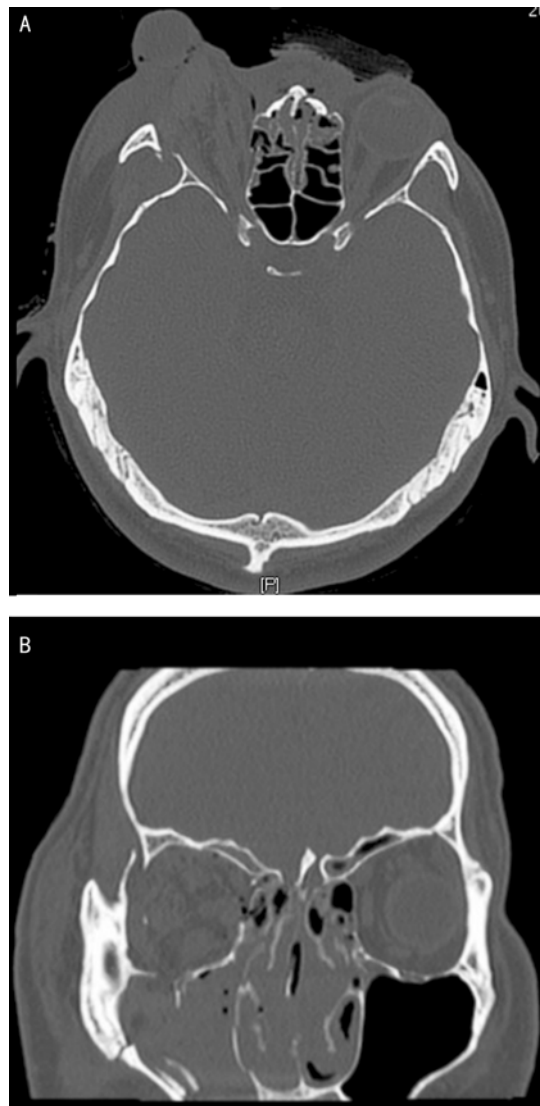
双眶三维CT A:右眼球外突,考虑存在右眼肌群及视神经损伤。右侧玻璃体内稍高密度影,出血可能性大。双侧上颌窦、筛窦、蝶窦及右侧额窦内积液;B:右眼眶下壁骨折。
